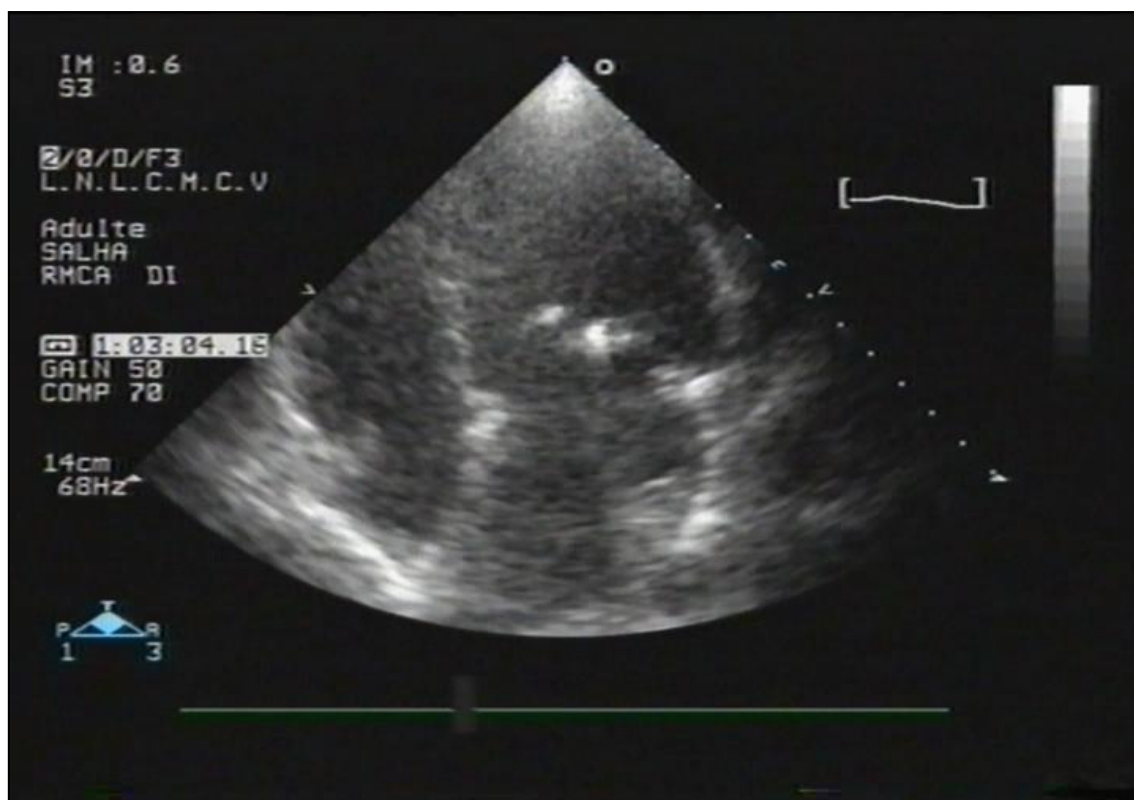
Calcifications se projetant sur les deux bords libres de la valve mitrale, visualisées en échographie 2D en coupe apicale 4 cavités.
